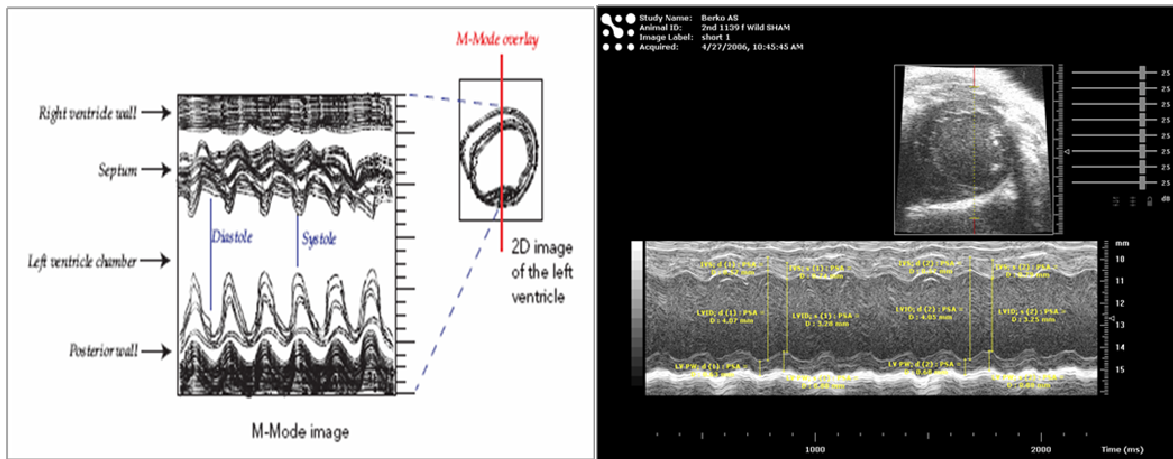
M-Mode Darstellung. Linkes Bild nach VisualSonics Vevo 770 Operator Manual. Rechtes Bild M-Mode Aufnahme während einer echokardiografischen Untersuchung.
